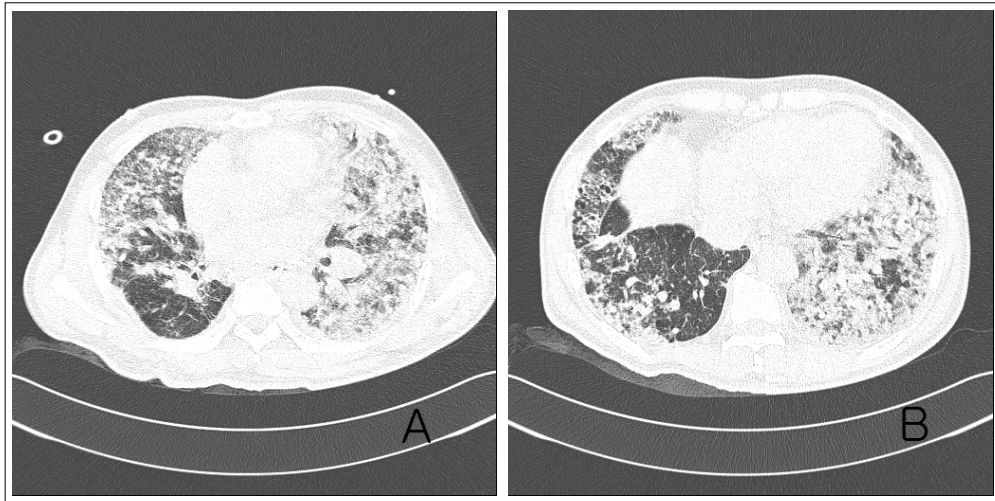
Chest CT shows diffuse ground-glass opacities and compact consolidations in the both lung fields(A & B).
